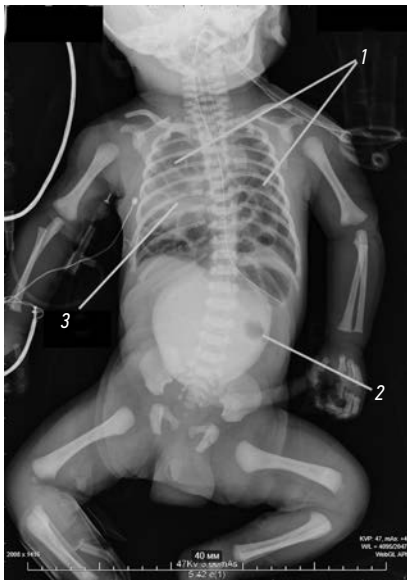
Обзорная рентгенограмма новорожденного: в грудной клетке кишечные петли занимают все видимые поля (1), тень омфалоцеле (2) на фоне относительно маленькой брюшной полости, средостение смещено вправо (3)
